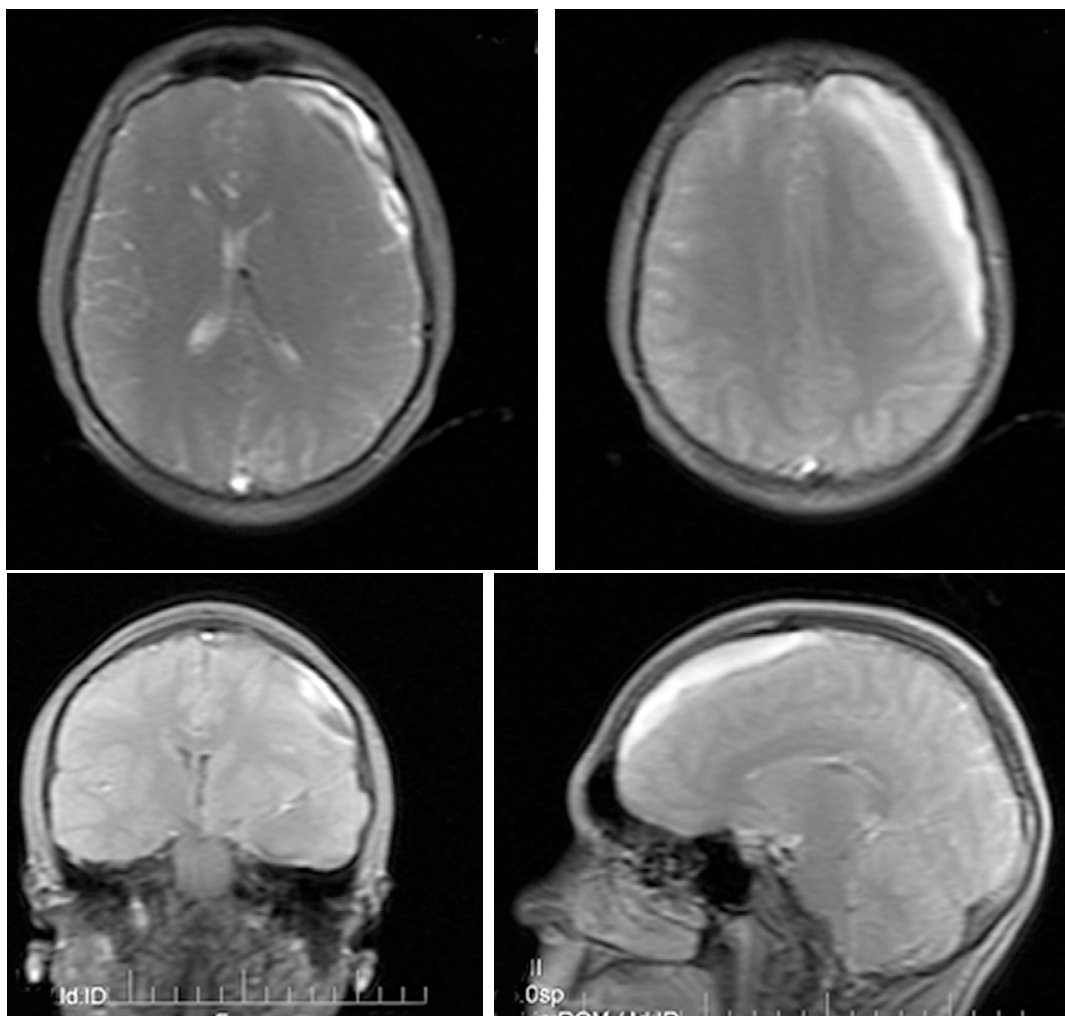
Результат МРТ-исследования (8 месяцев после травмы). МРТ-признаки субдурального скопления левой лобно-теменной области, сообщающегося с арахноидальной кистой полюса височной доли левого полушария, гипоплазии вещества полюса левой височной доли, дислокации срединных структур.
